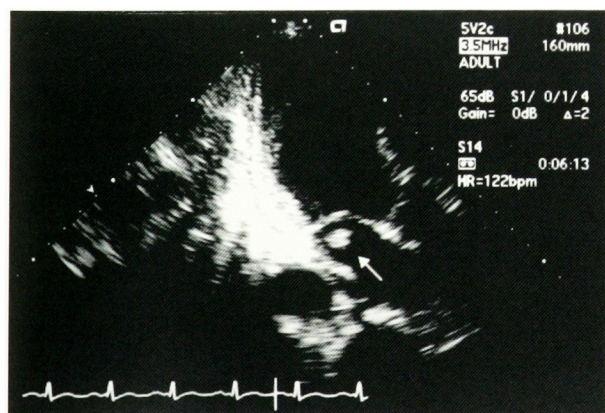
Transthoracic echocardiography showed vegetation on the mitral valve.
